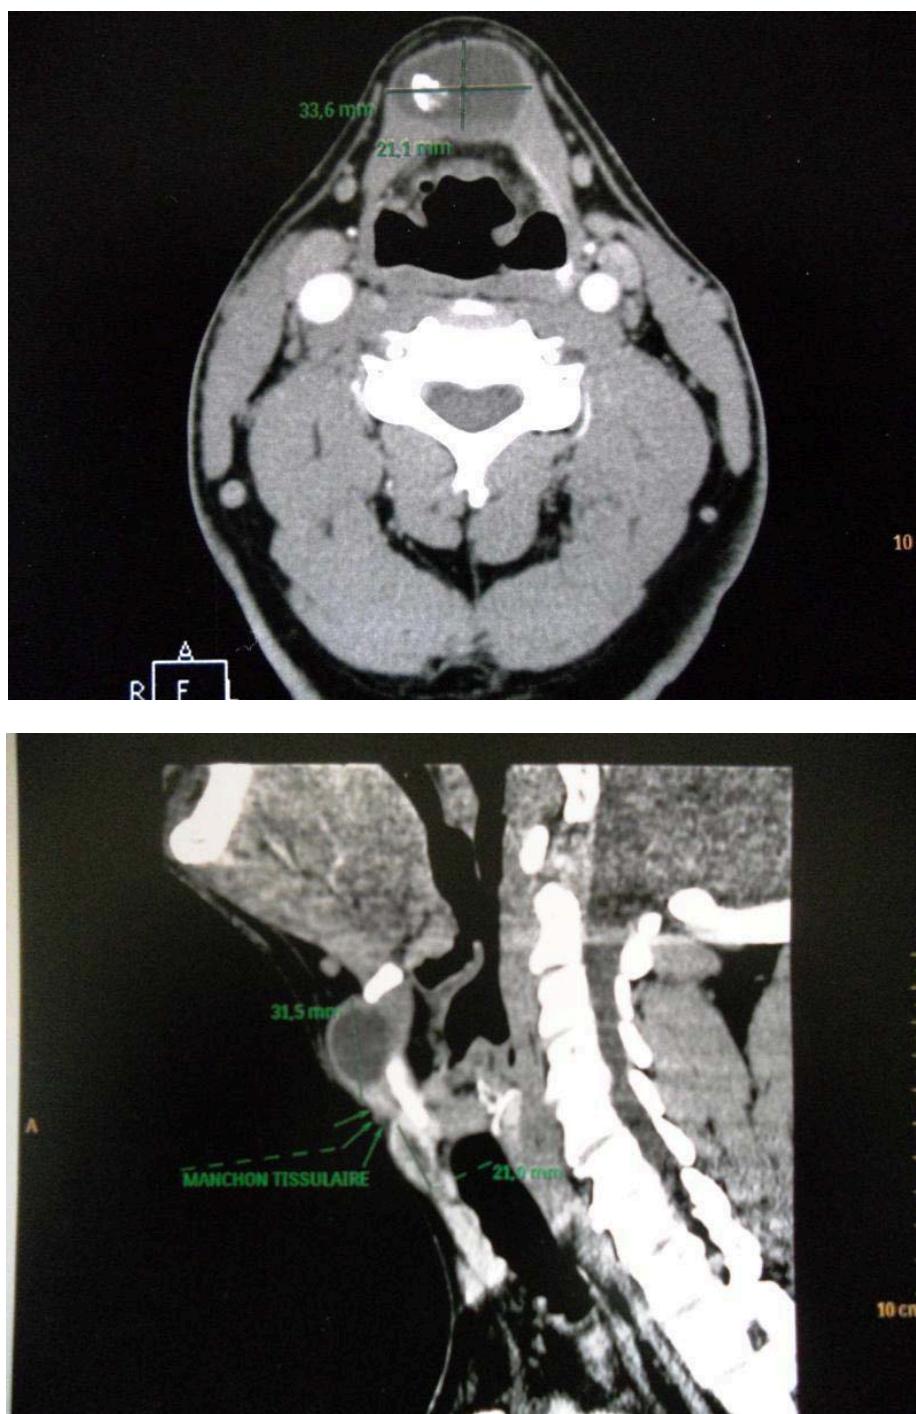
TDM cervicale en coupes Axiales et sagittale montrant un kyste du tractus thyroglosse avec calcification intrakystique.(iconographie du service ORL de l'HMA)
